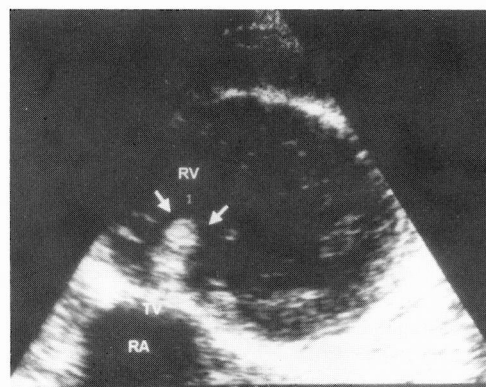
Ecocardiograma: vegetação da válvula tricúspide (TV). Ventrículo direito (RV), aurícula direita (RA).
